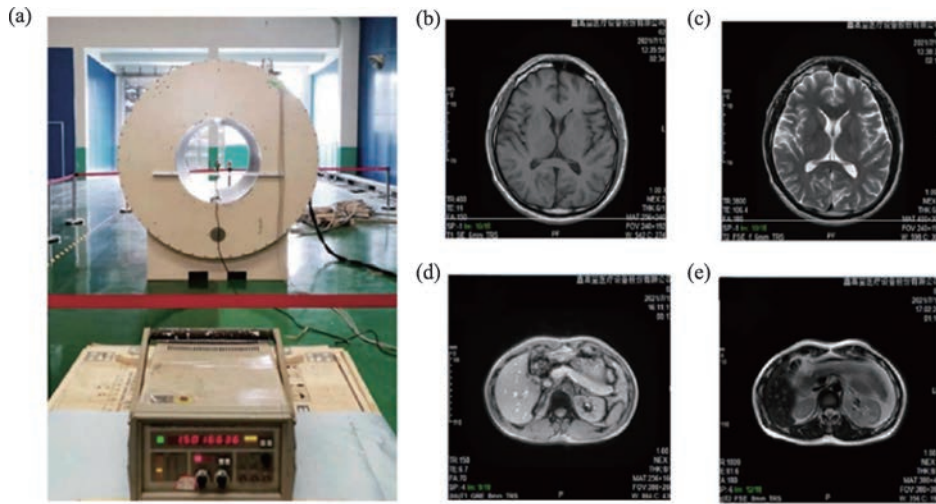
大口径全身无冷冻剂MRI和人体影像学检查
